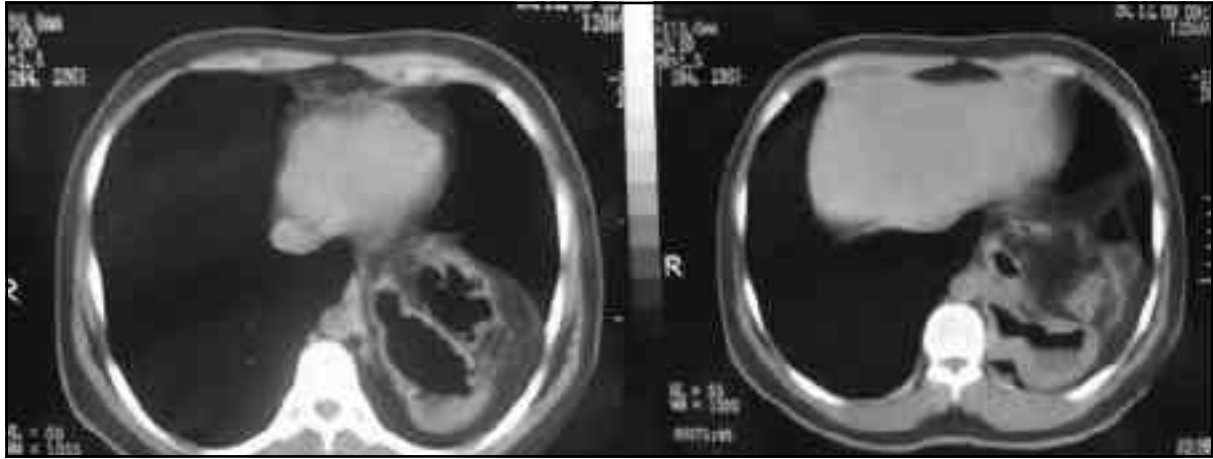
Olgunun x-ray görüntüleri.
